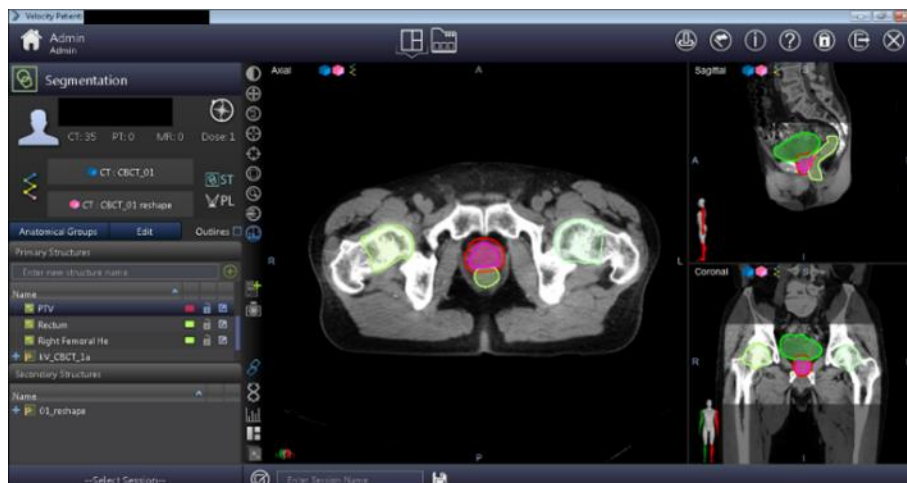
Velocity による CBCT reshape
